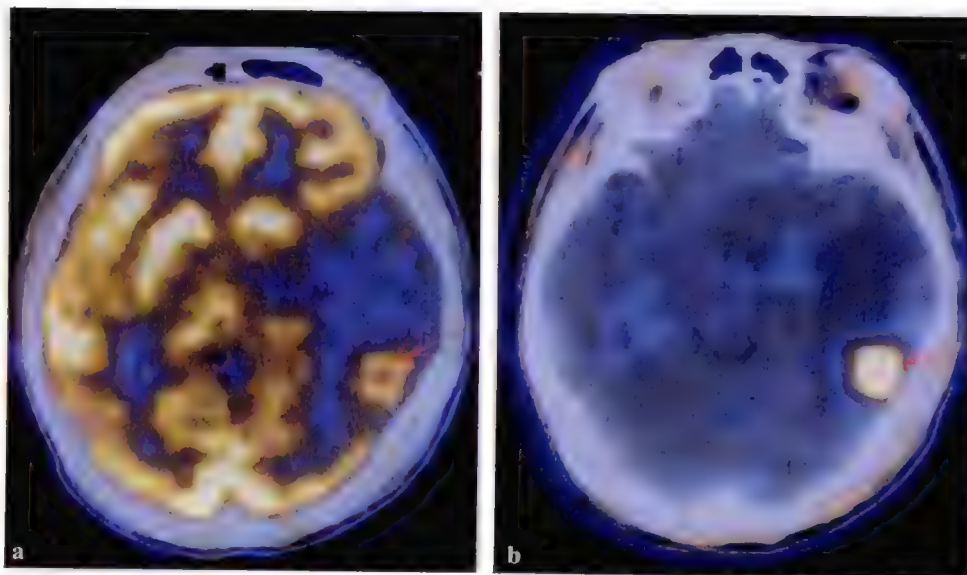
左侧额叶脑转移瘤 PET/CT 图像
